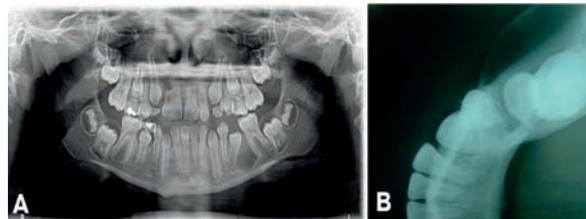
(A) Radiografia panorâmica pré-operatória evidenciando lesão radiolúcida e bem delimitada associada a coroa do elemento 35. (B) Radiografia oclusal onde se observa expansão da cortical óssea
